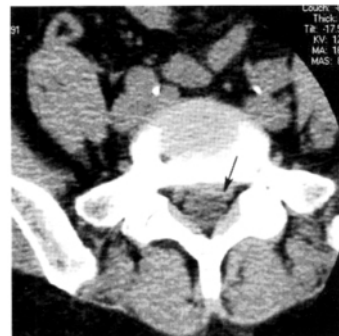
术前 L5/S1 椎间隙 CT 横断位图像示 L5/S1 椎间盘左侧突出(左侧神经根型)伴腰椎管狭窄
